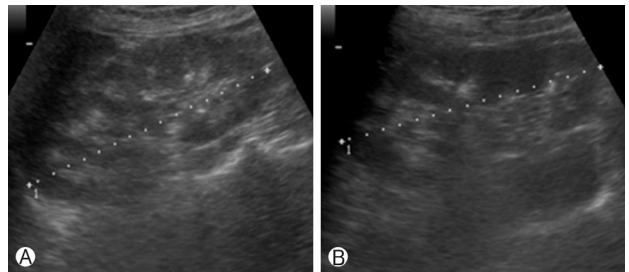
Ultrasonographic finding of both kidney. (A) Right kidney, (B) left kidney. Echogenicity of both renal medulla was increased.
